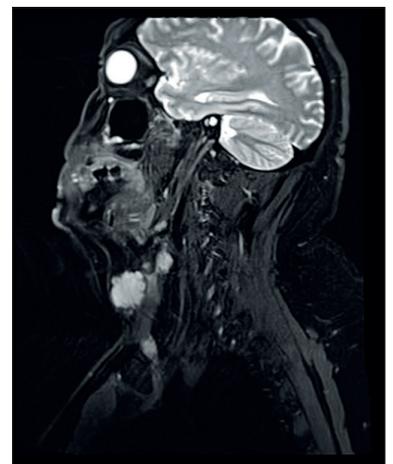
Resonancia magnética nuclear (RMN) basal.
